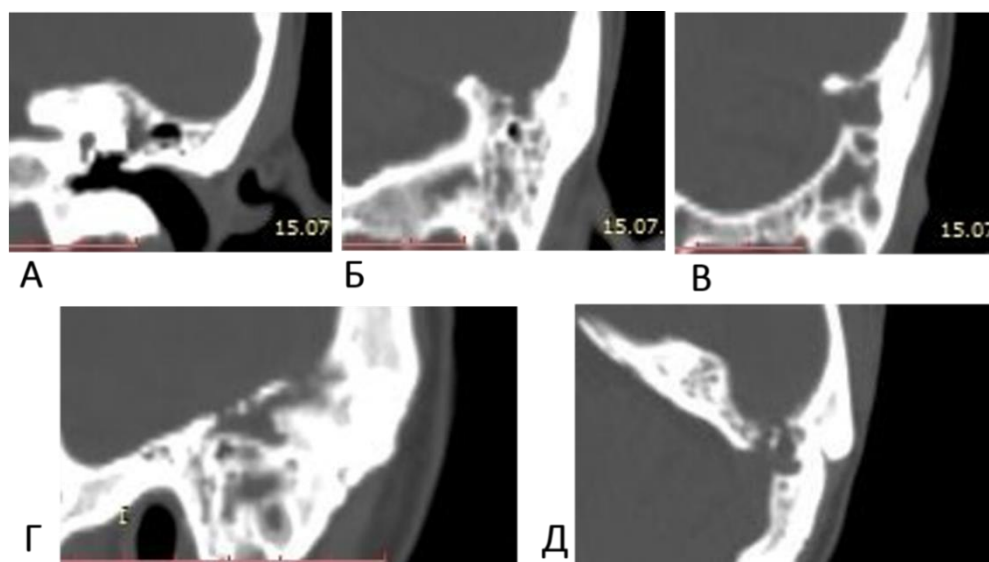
КТ височных костей пациента Т., 43 лет. Диагноз: острый гнойный средний отит слева, мастоидит, менингоэнцефалит, абсцесс левой височной доли головного мозга. Слизистая оболочка ячеек височной кости резко утолщена, ячейки заполнены густым (42–53 ед. Н) содержимым, в полости антрума уровень жидкости (А), деструкция верхней грани пирамиды височной кости (Б, Г), задней поверхности пирамиды (В, Д)
